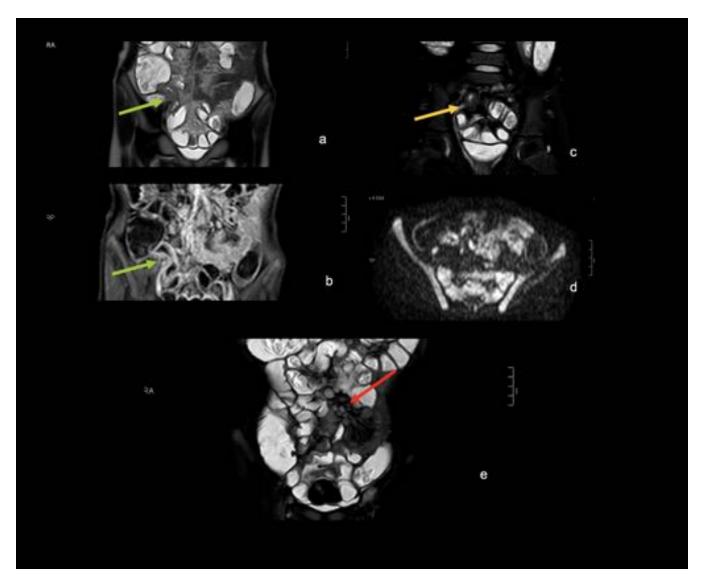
ERM. Coronales BALANCED, STIR, THRIVE CIV. Axial DWI. Engrosamiento mural del íleon distal con realce parietal homogéno. No restricción significativa de la señal. En la porción medial del sigma se aprecia segmento estenótico sin dilatación posterior. Ganglios reactivos a lo largo del pedículo vascular mesentérico.
